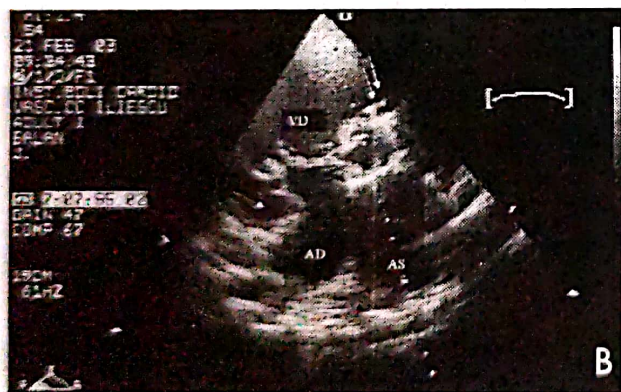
Ecocardiografie transtoracică.
